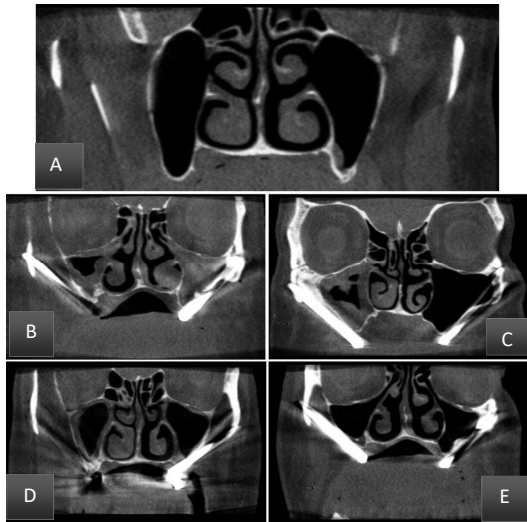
Sequence of CBCT showing the different behaviors of the maxillary sinuses in the analyzed periods. A) Preoperative; B) mediate postoperative; C) 6 months postoperative; D) 1 year postoperative; E) 2 years postoperative.
